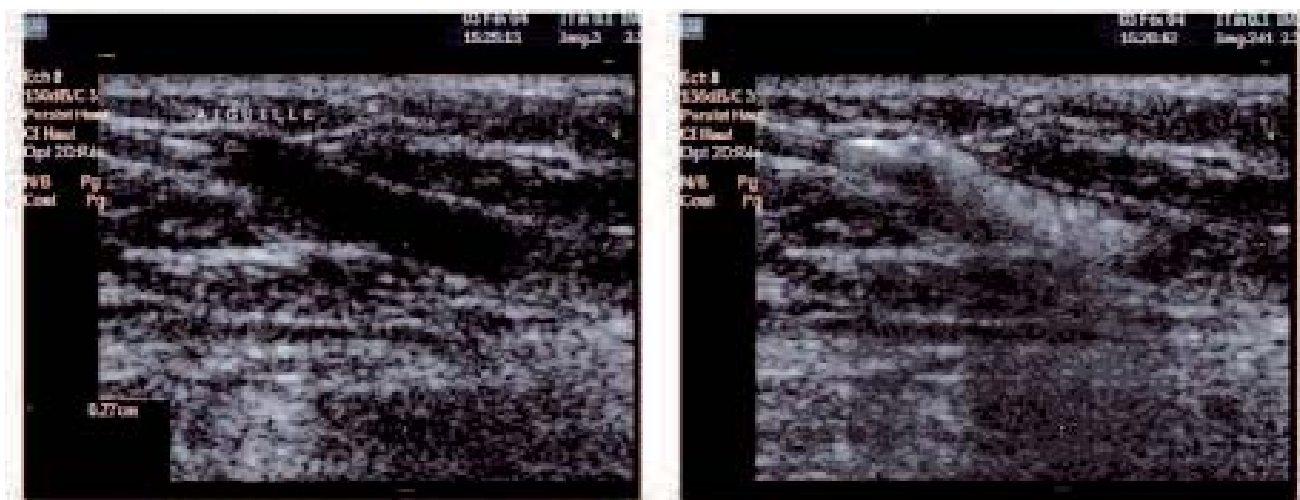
Ponction de la grande veine saphène et injection de mousse sous contrôle échographique
